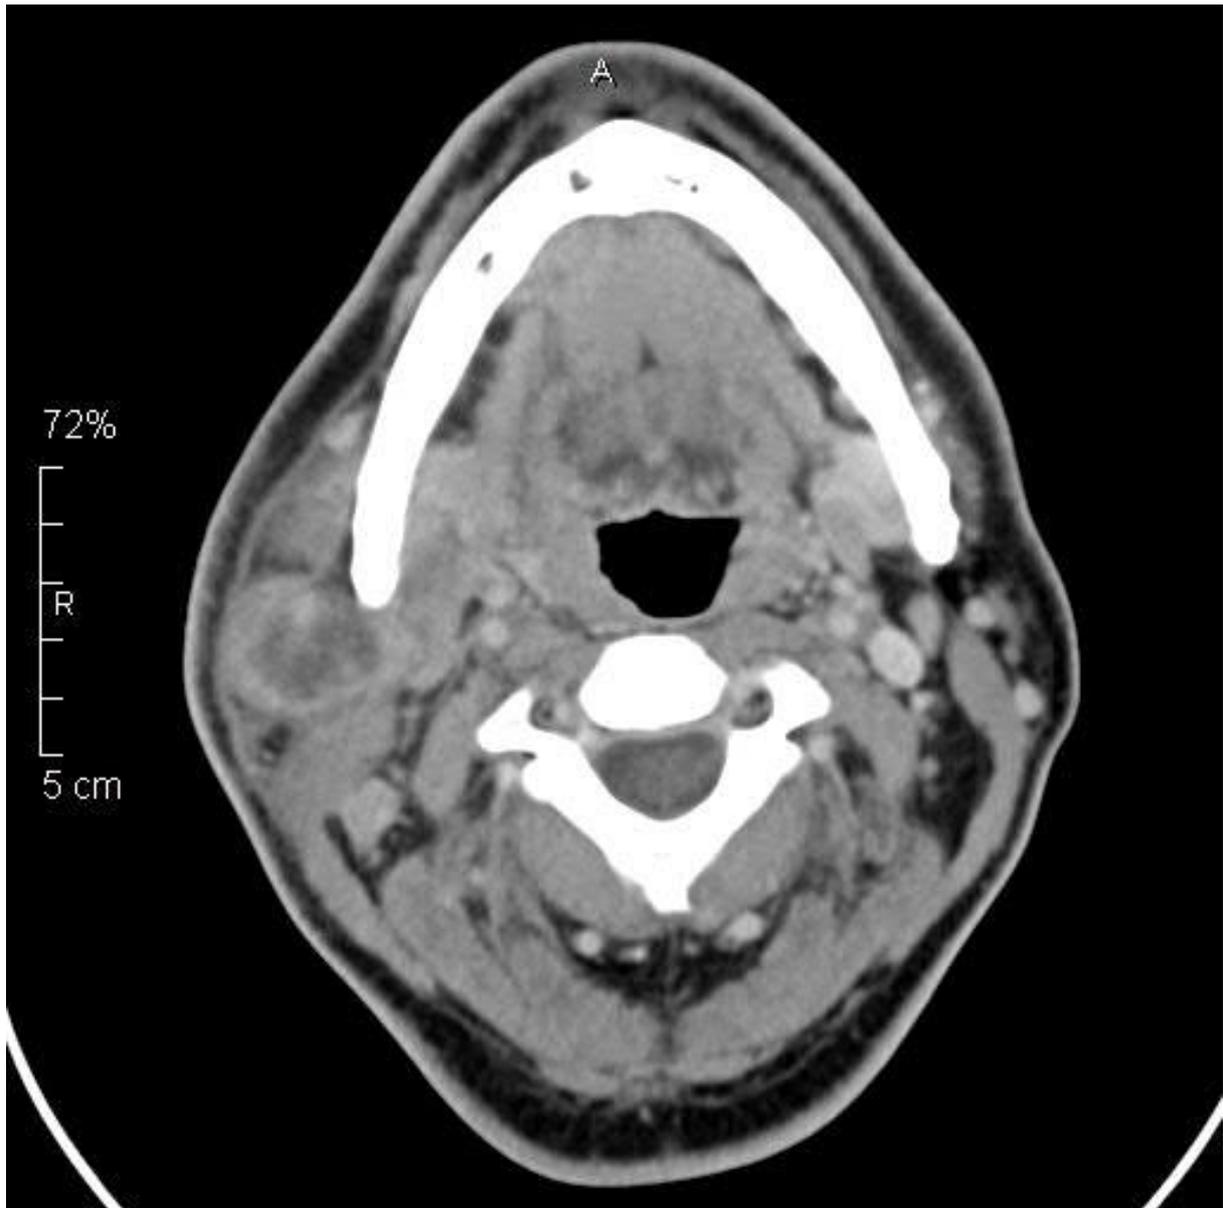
CT Gesicht-/Hals; Parotisabszess rechts als Komplikation einer akuten eitrigen Parotitis
